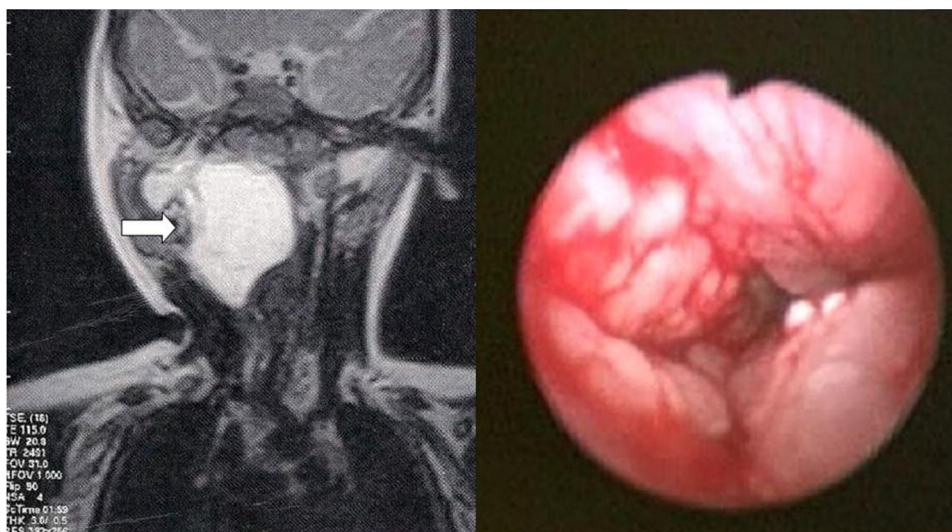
Imagem de ressonância magnética mostra lesão em espaço retrofaríngeo à direita (seta). Imagem endoscópica da via aérea superior (direita da foto).
